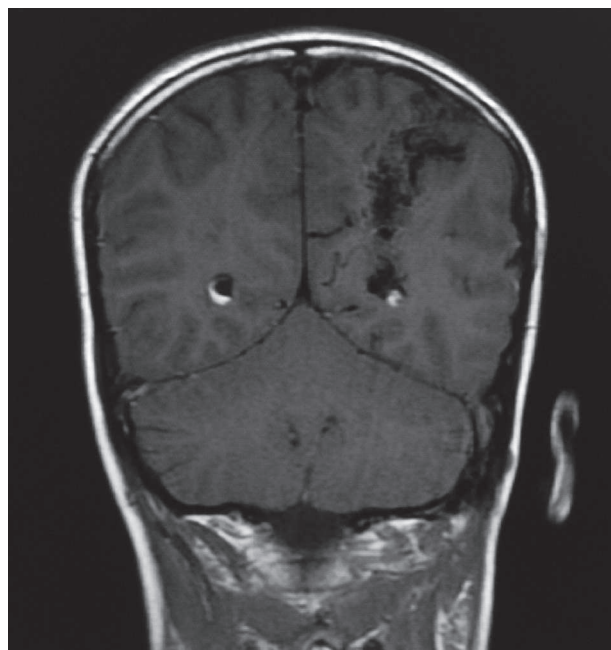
RMN, imagine sagitală – MAV cu localizare subcorticală și profundă până la ventriculul lateral stâng
